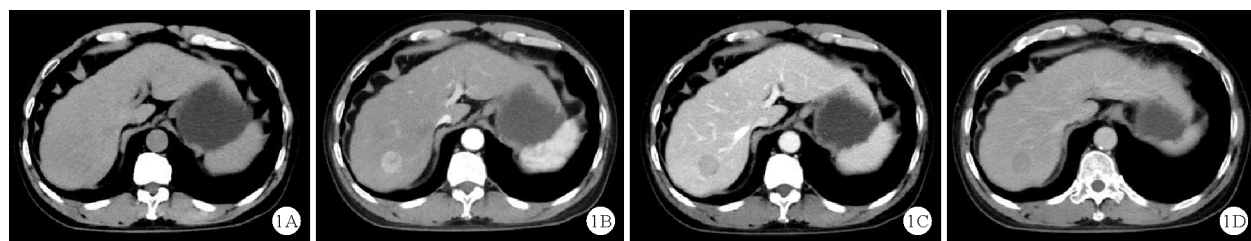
某患者 CT 平扫结果:LI-RADS 归类为 LR-5,手术证实为 HCC (A:肝脏 S7 段稍低密度影;B:增强动脉期,非环形显著强化;C:门静脉期,病灶非周边廓清;D:延迟期,病灶周边环形强化包膜)
